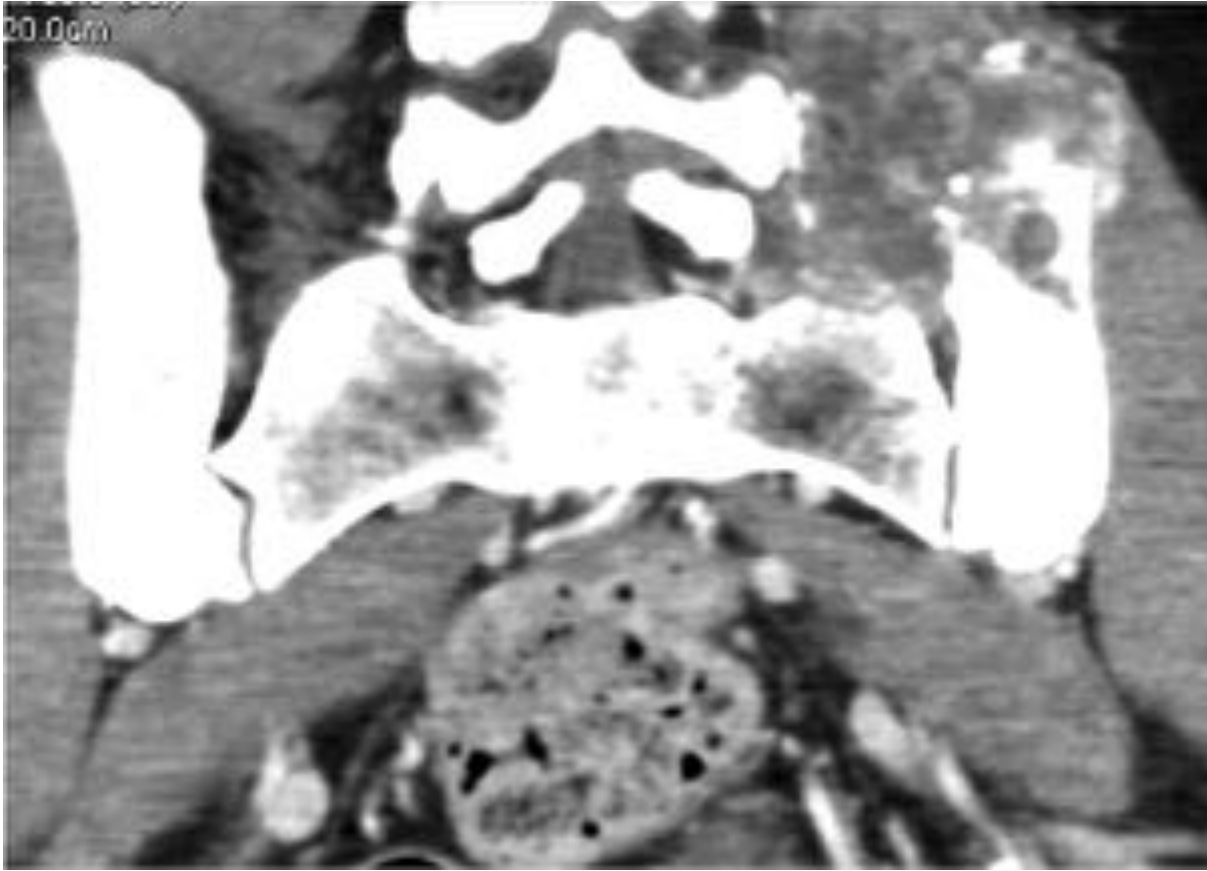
En esta reconstrucción coronal de TC con contraste endovenoso, se demuestra la extensión craneocaudal de la lesión tumoral sacra, con la extensa afección del íliaco. El patrón de captación es heterogéneo, con zonas más hipervasculares en su porción más posterior.
